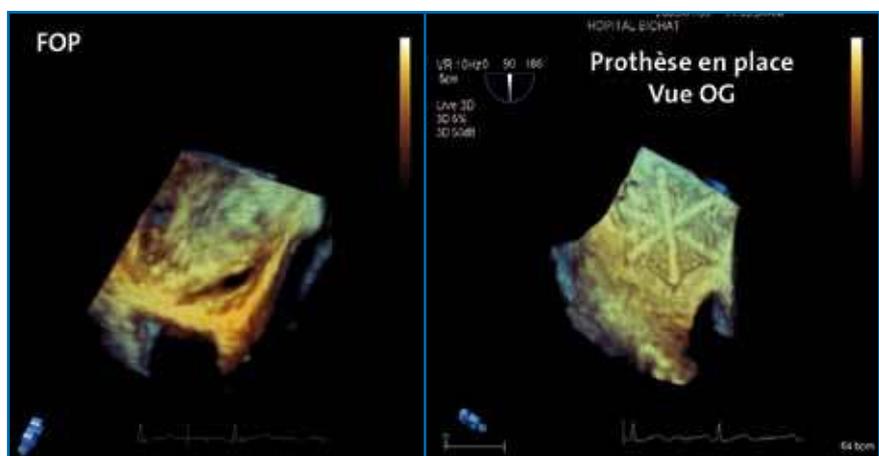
Imagerie par échocardiographie transoesophagienne 3D, basale et après implantation de la prothèse.
